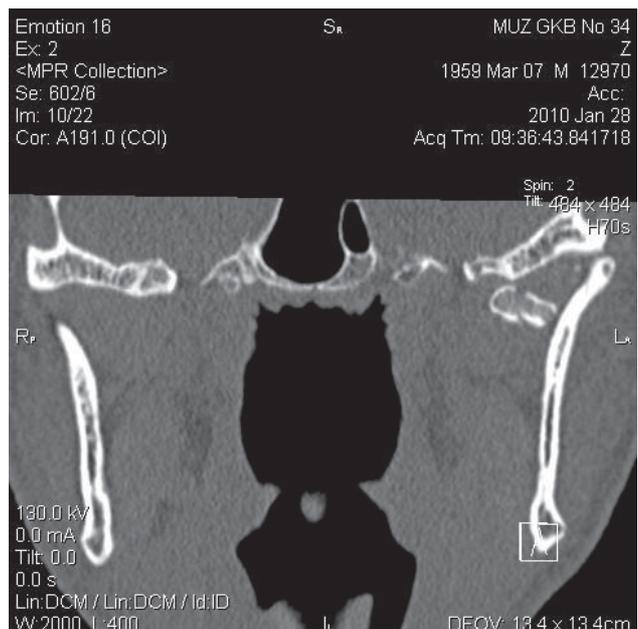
Компьютерная томограмма в коронарной плоскости. Внутрисуставной оскольчатый перелом левой головки нижней челюсти
